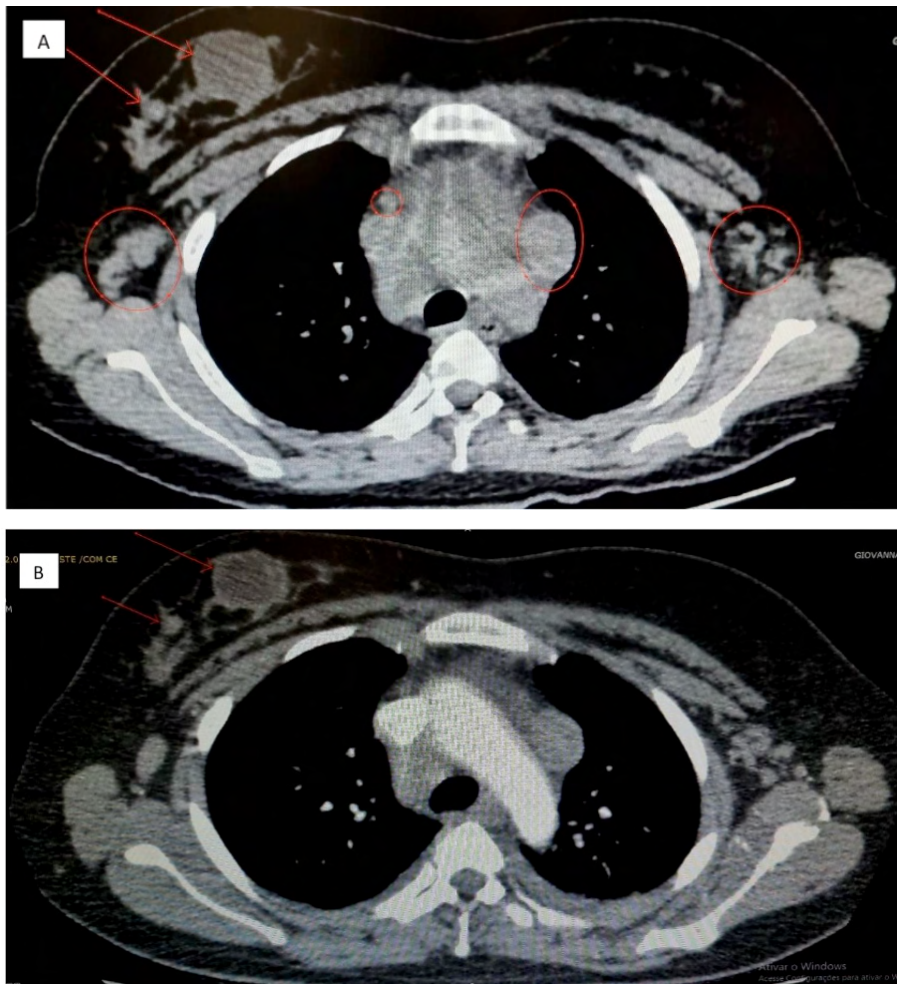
TC de tórax fase pré contraste (A) e portal (B) em corte axial destacando-se nódulos mamários à direita (setas) e linfonodos axilares aumentados bilateralmente (círculos).
